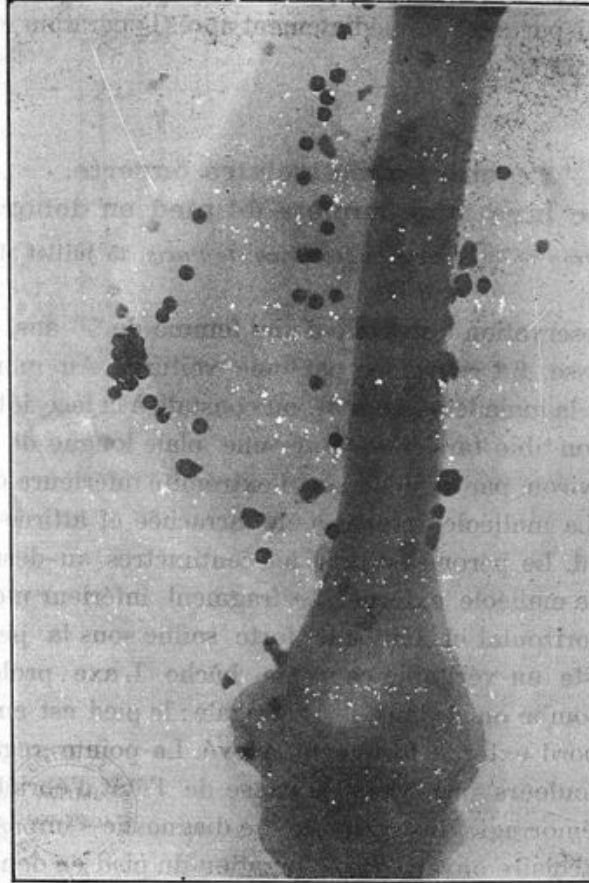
Radiographie du bras au niveau de l'anévrysme
